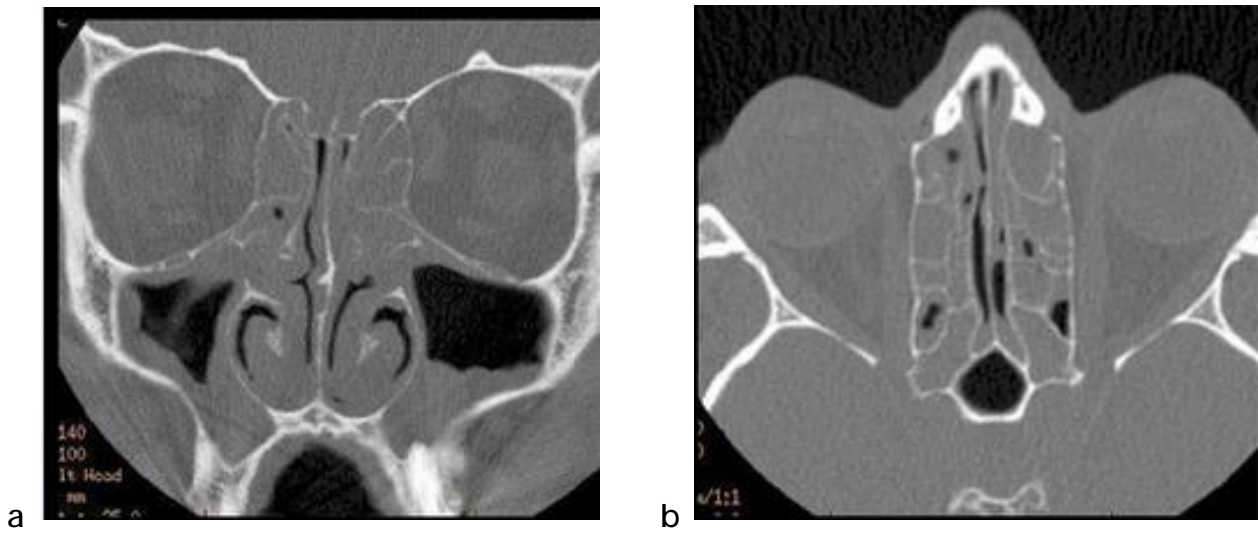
TDM en coupe coronale (a) et axiale (b) d'une PNS [Iconographie du CHU Hassan II].
